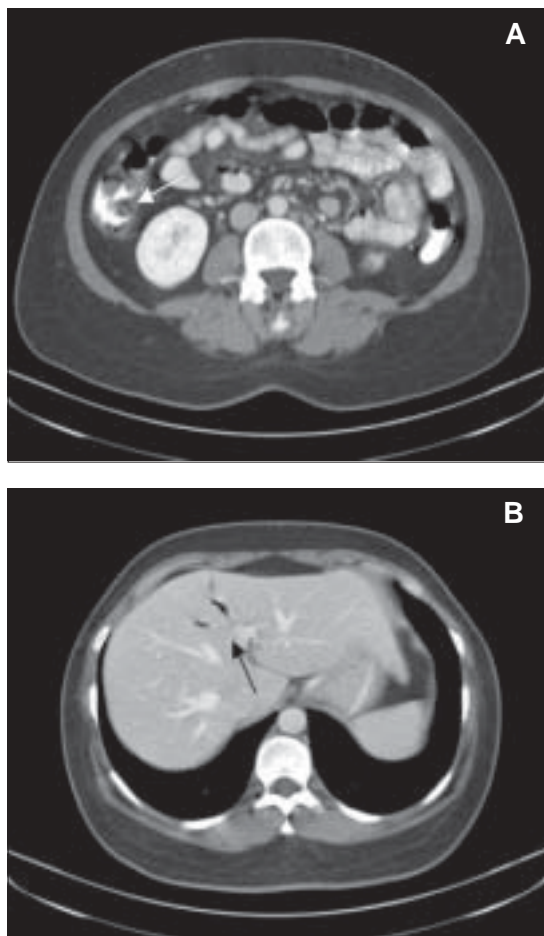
A: TAC de Abdomen y Pelvis que muestra colección de aire a nivel cecal. B: colección de aire en rama de vena porta.
